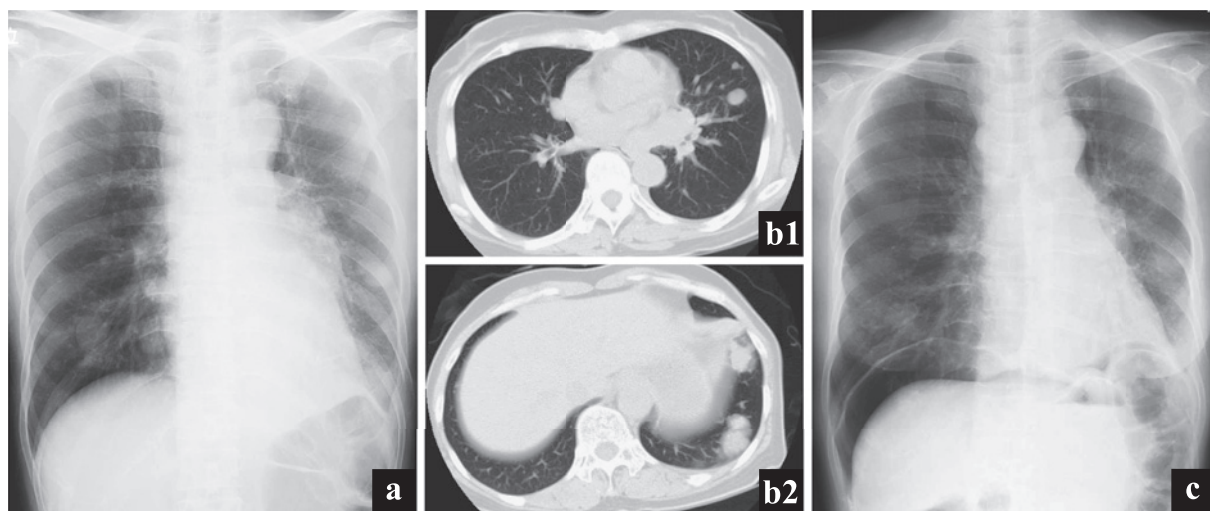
Chest radiograph (a) and Chest CT (b1, 2) on admission showing multiple pulmonary nodules. Chest radiograph (c) on set PCI showing free air.
